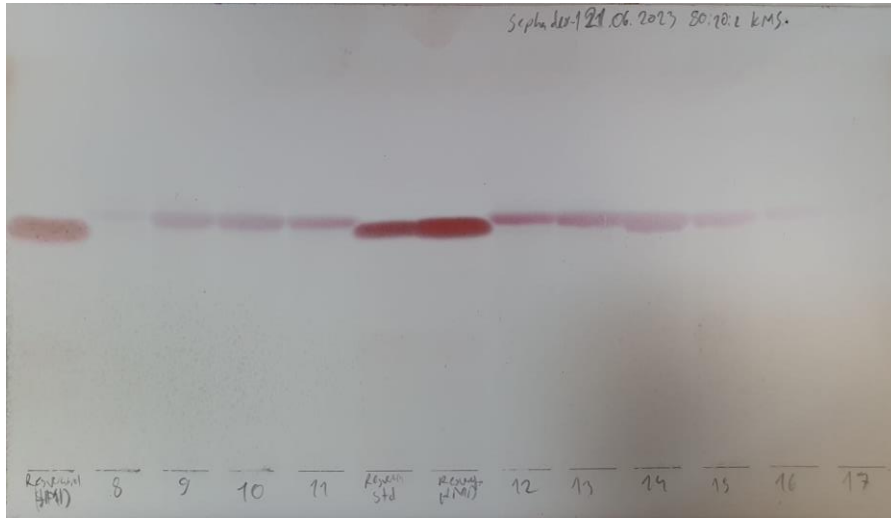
Üzüm çekirdeği ve üzüm kabuğu ekstresinin SK1 kolonundan elde edilen fraksiyonların İTK uygulaması.
